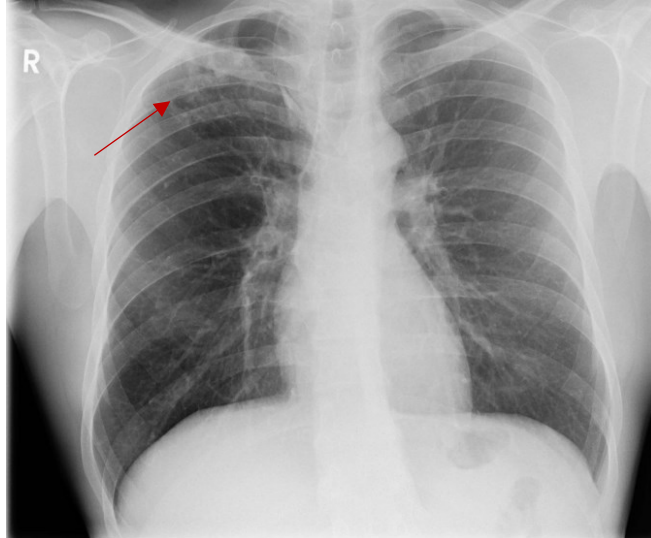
Röntgen des Thorax in p.a. Strahlengang vom 19.04.2018, 39-jähriger Mann: feinfleckige Verdichtungen im rechten Oberfeld (Pfeil)
